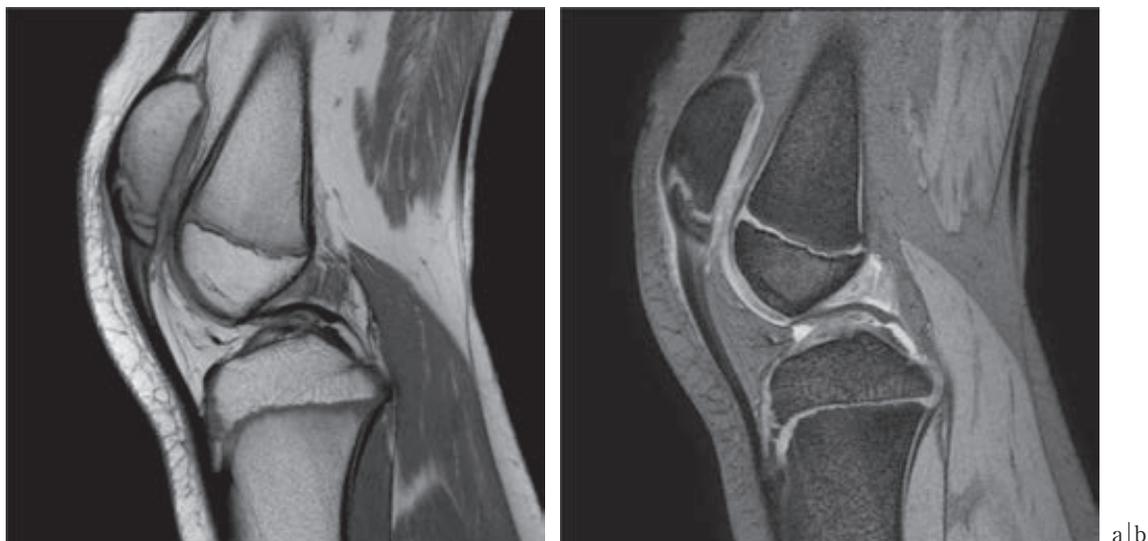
術前の MRI a: プロトン密度強調画像 b: T2*強調画像
